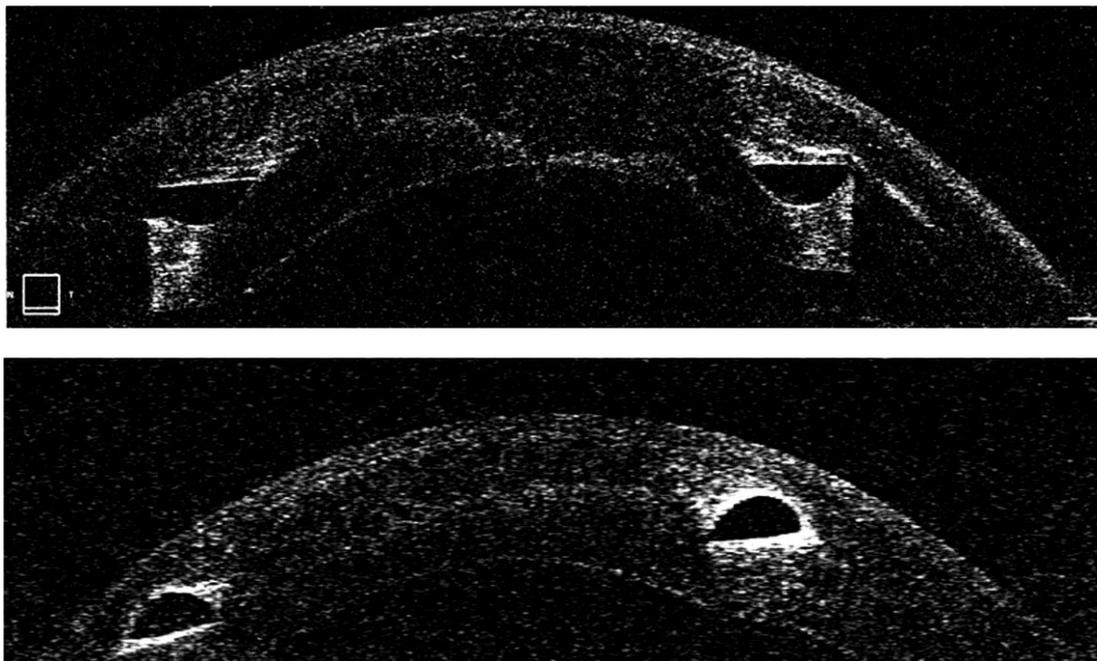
Расположение сегмента в роговице, имплантируемого с помощью фемтосекундного лазера (сверху) и классической хирургической техники (снизу). Оптическая когерентная томография
